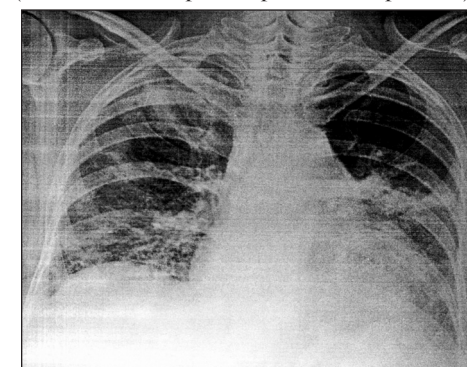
Клінічний приклад 1. Рентгенографія органів грудної клітки
